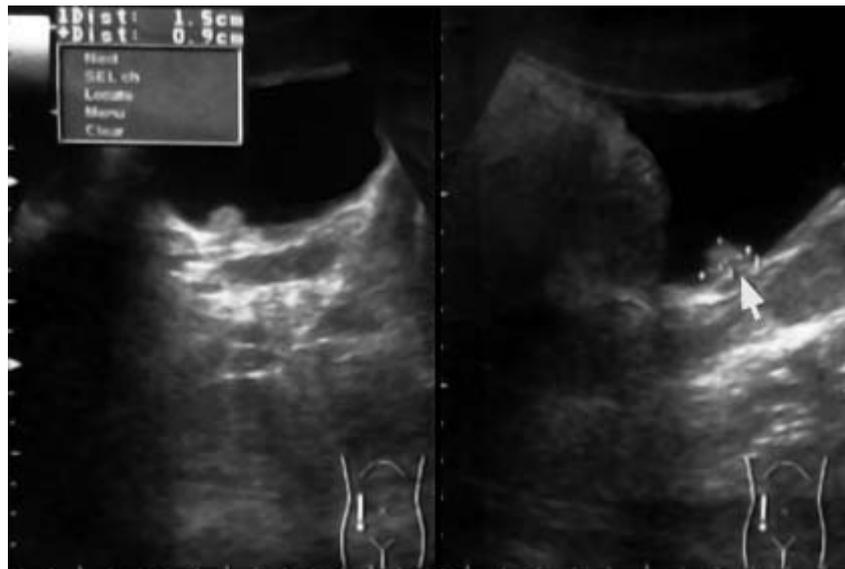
Ultrasonido en el que se aprecia la lesión tumoral vegetante, a la derecha del fondo vesical.
